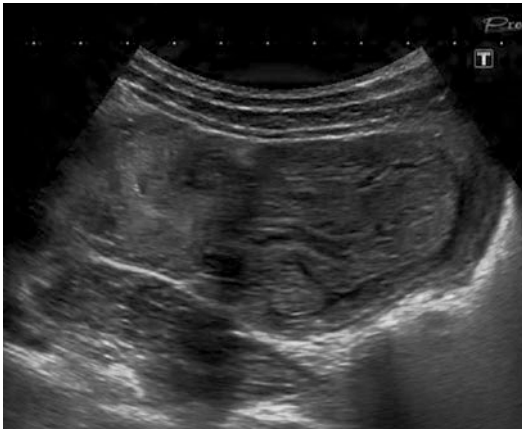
S Sonografie: Kopf des Invaginats im Längsschnitt
